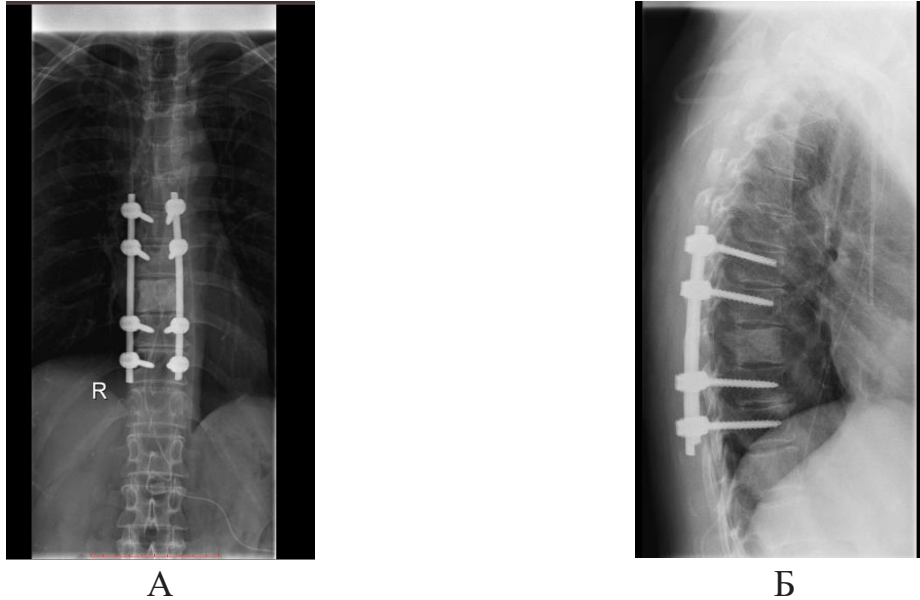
Рентгенограммы больного А. после чрескожной стабилизации Th9 позвонка (А – фронтальная проекция, Б – сагиттальная проекция)
